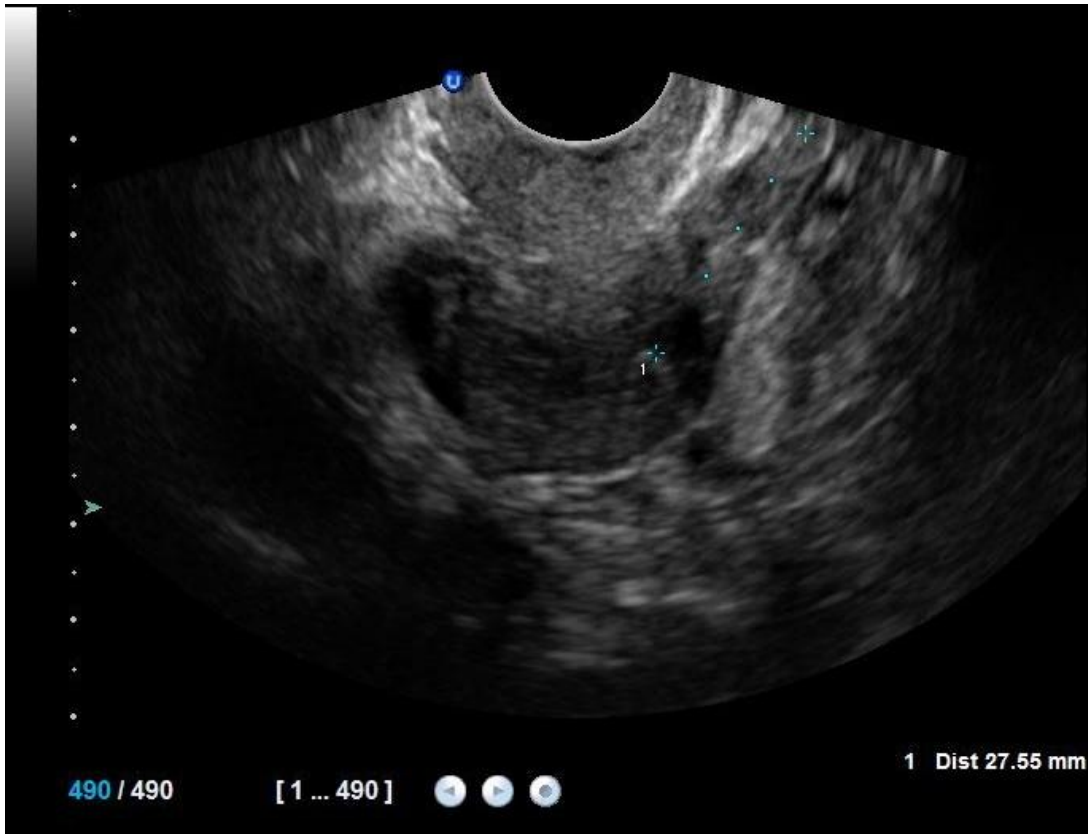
Image échographique objectivant une masse échogène hétérogène latéro-utérine droite. (Cas clinique 4)
